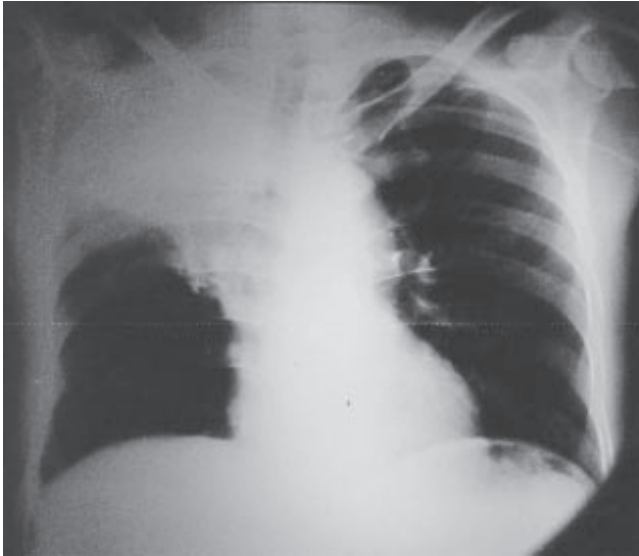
La radiografía de tórax muestra una opacidad que ocupa el lóbulo superior derecho y engloba el hilio pulmonar y se extiende al mediastino.
